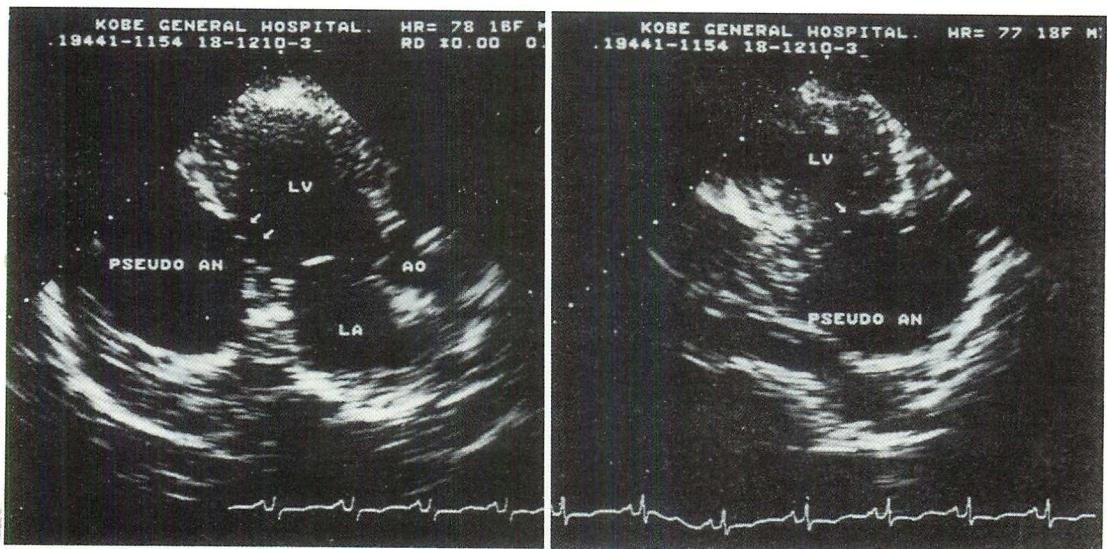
Two-dimensional echocardiograms.
